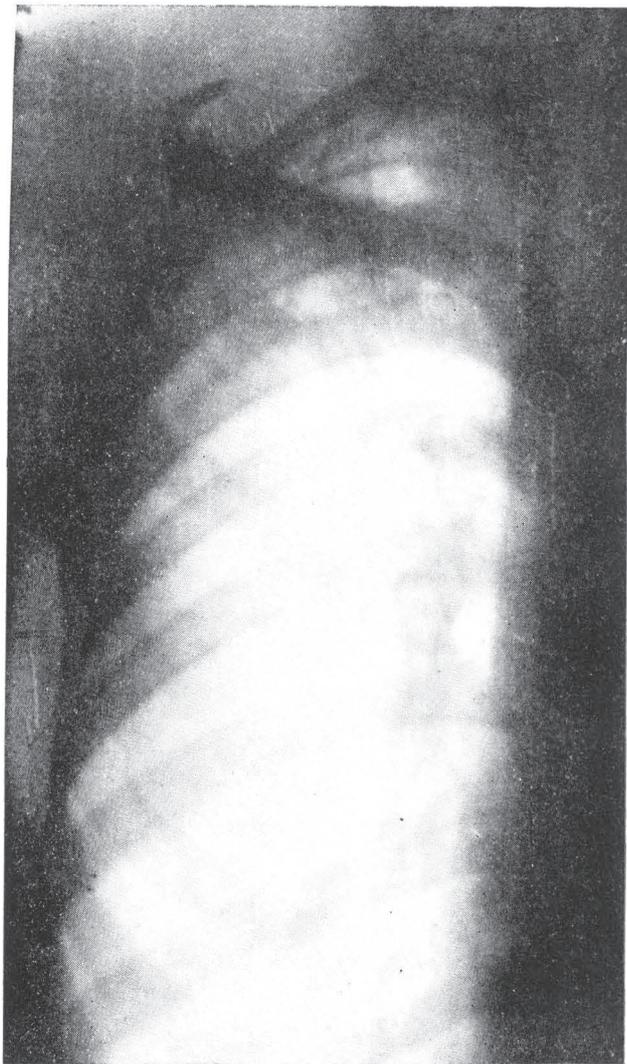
Caso nº 10 — Roentgenfotografia nº 5.244 -- 11-V-49. — *Reativação* dos focos residuais apicais. Lavado gástrico positivo (20-V-49).
